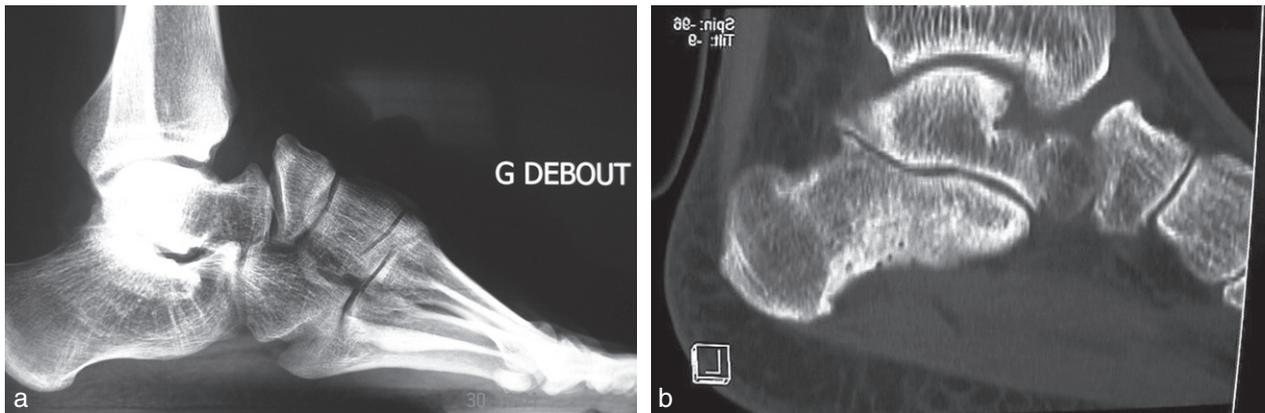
Subluxation dorsale de l'os naviculaire, bien visible sur la radiographie standard (a), et arthrose tibio-talo-naviculaire débutante, sur le scanner (b).
